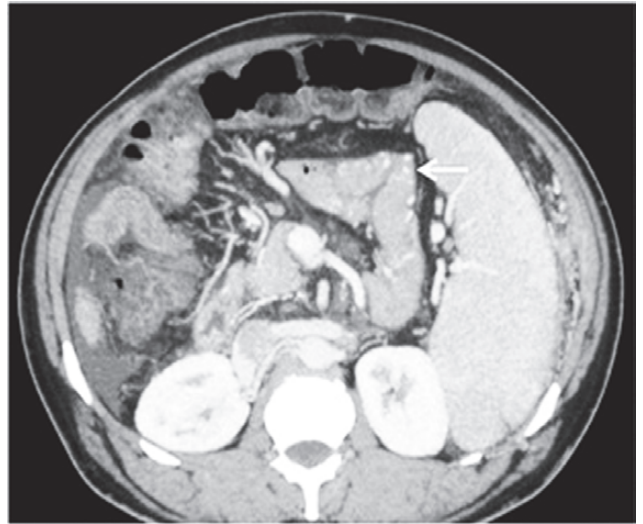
Контрастно-підсилена КТ: множинні колатералі порожньої кишки (стрілка) ([21], з дозволу авторів)
